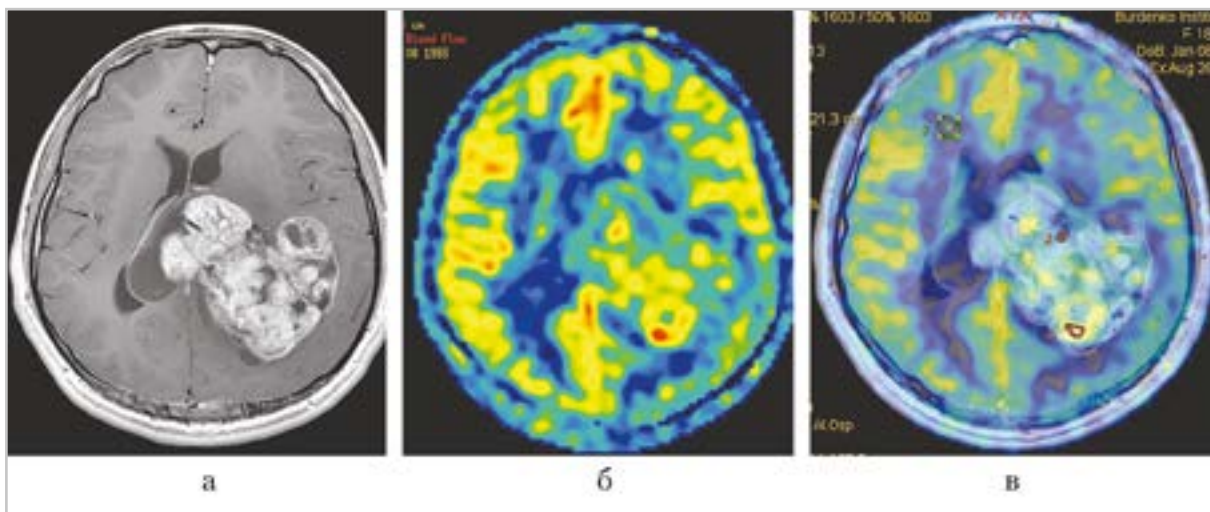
МР-томограммы пациента с неинfantильной десмопластической ганглиоглиомой: *а* — изображение T1 после контрастного усиления; *б* — цветная карта BF; *в* — совмещенное изображение T1 после контрастного усиления и цветной карты BF
